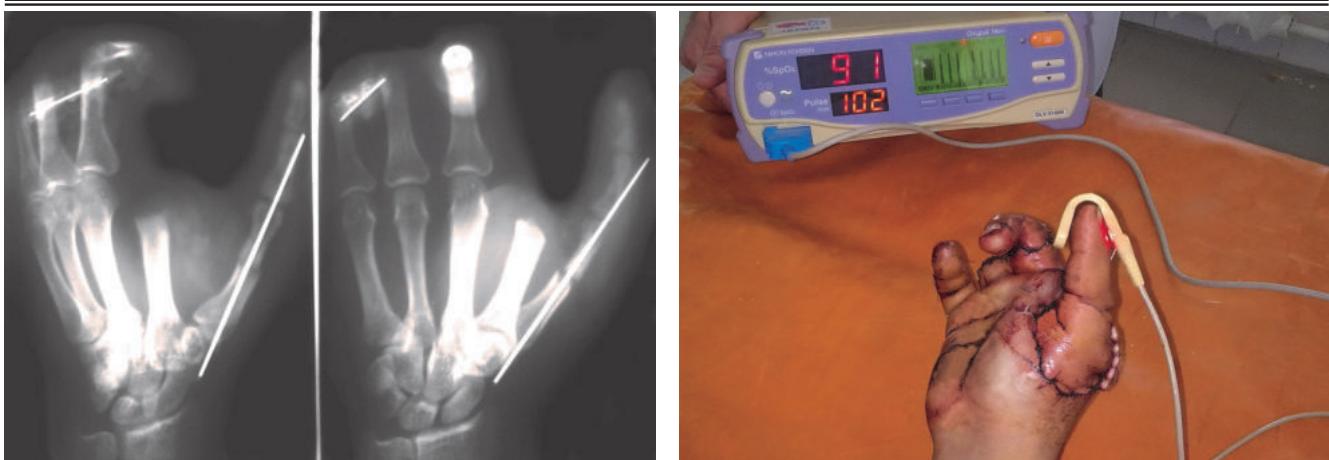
Рентгенограмма и пульсоксиметрия кисти больного Н. в 1-е сутки после реплантации.
